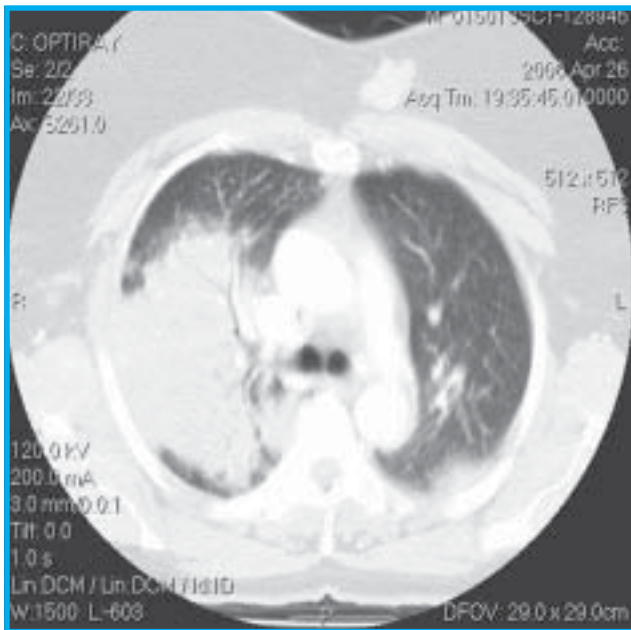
Tomografia computadorizada de tórax evidenciando consolidação em lobo superior direito e área de infarto em segmento superior do lobo inferior esquerdo
